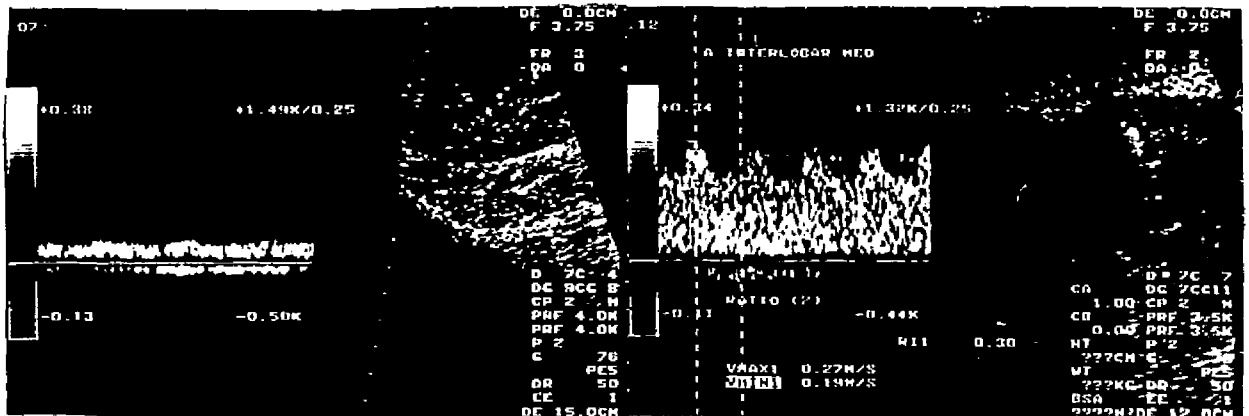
Control Doppler duplex color. Se observa un injerto con contorno lobulado en el polo superior, con retracción parenquimatosa post-infarto. El patrón de flujo es de baja resistencia, con altas diástoles y bajos IR= 0.30 (Fig.72).
